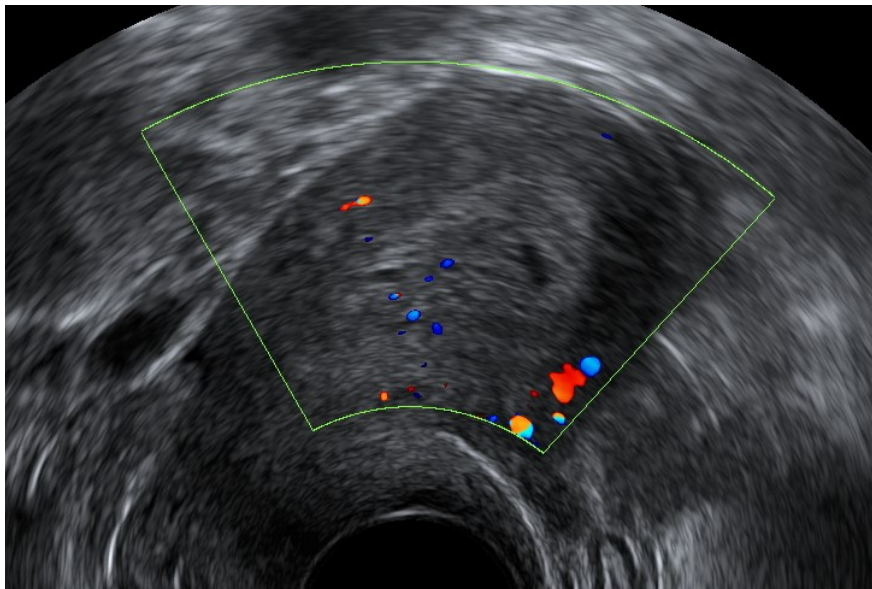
Imagen ecográfica en 2D y Doppler color de una hipertrofia endometrial con vascularización dispersa.
